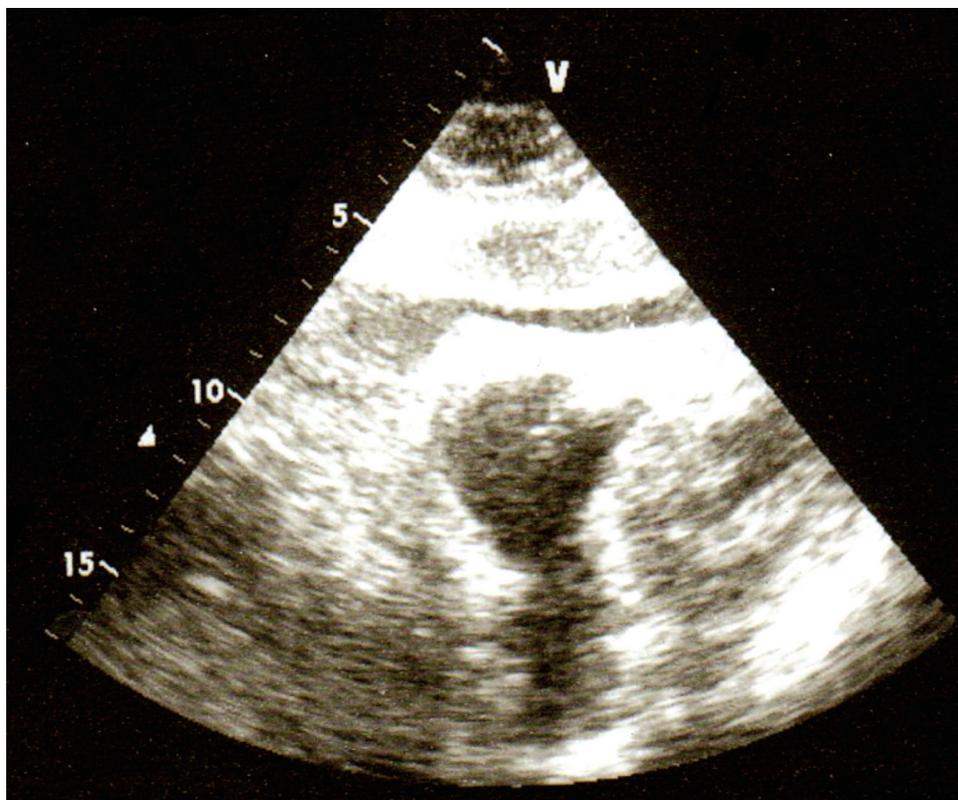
Ecocardiograma transtorácico. Se documenta derrame pericárdico con datos de taponamiento.
